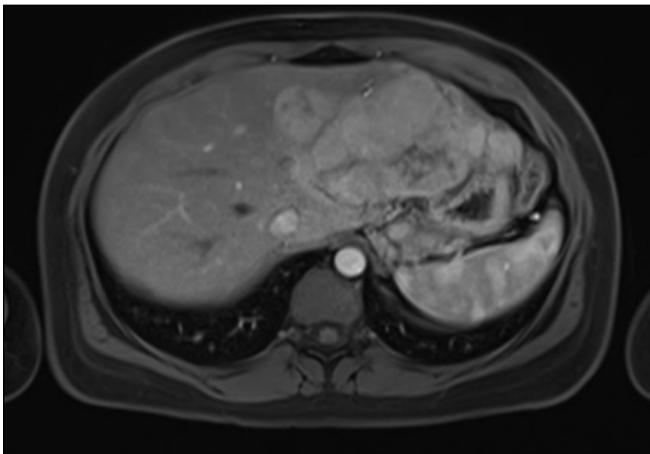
Caracterización de LOE hepática mediante RMN.
